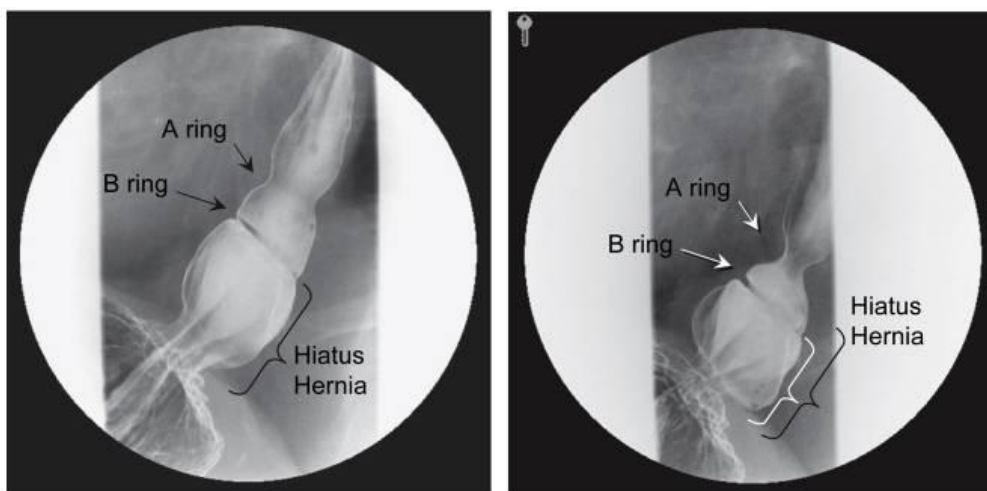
Röntgenologische Darstellung einer axialen Hiatushernie im Kontrastmittel – Breischluck [18]
